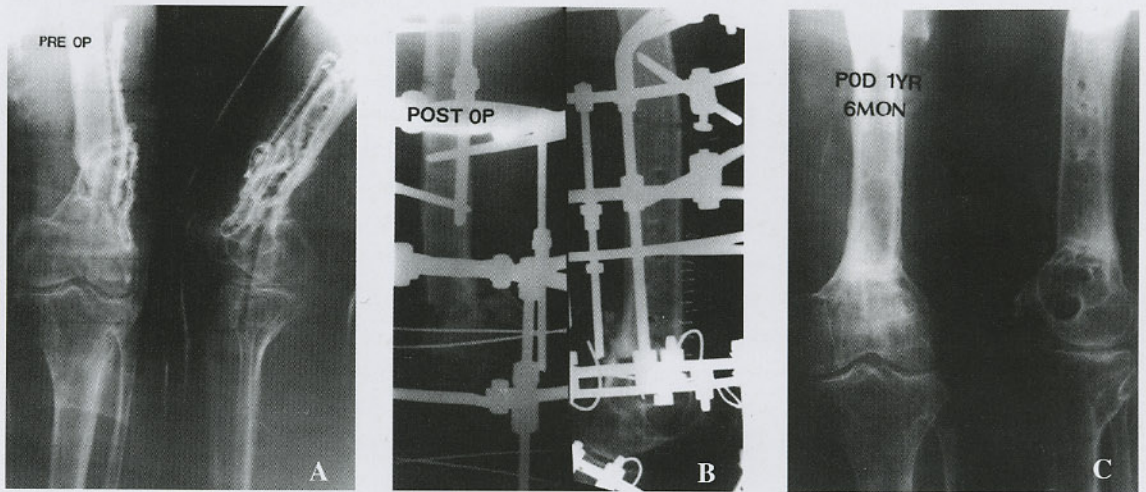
Preoperative radiograph of 53-year old male shows AO type A3 supracondylar fracture pattern, cement bead insertion state for infection control and nonunion.
